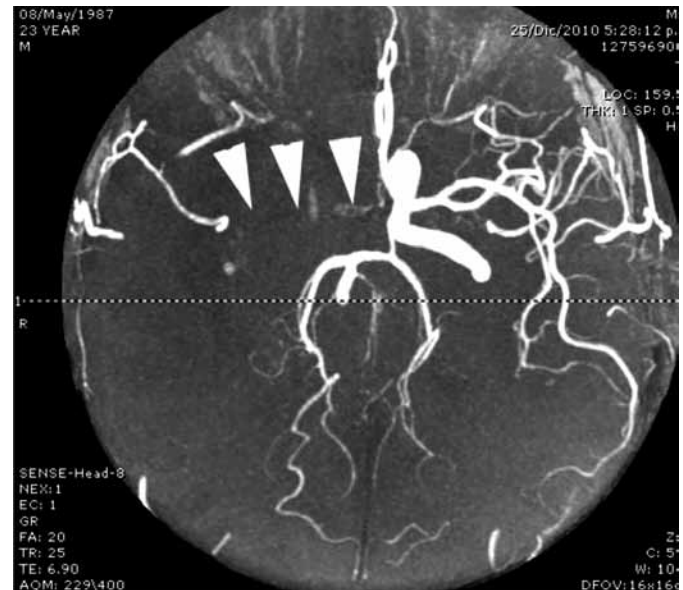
Angioresonancia con ausencia de señal en la carótida interna derecha, así como en sus ramas cerebral anterior y media (puntas de flecha).
